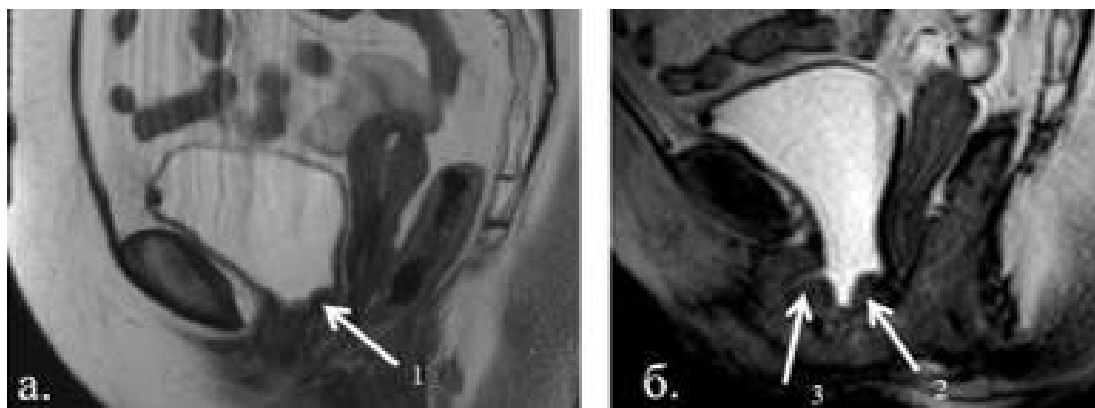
МРТ, T2- взвешенные изображения, сагиттальная плоскость: а – вне напряжения, б – на высоте пробы Вальсальвы. 1 – деформация нижнего контура мочевого пузыря; 2 – деформация задне-нижнего контура мочевого пузыря за счет деформации и гофрирования протеза; 3 – рецидив стрессового недержания мочи.
